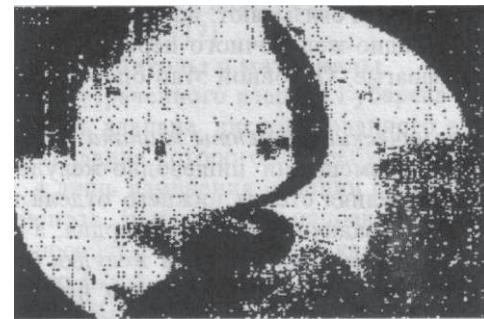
Рентгенограмма пищевода во время глотания бария
